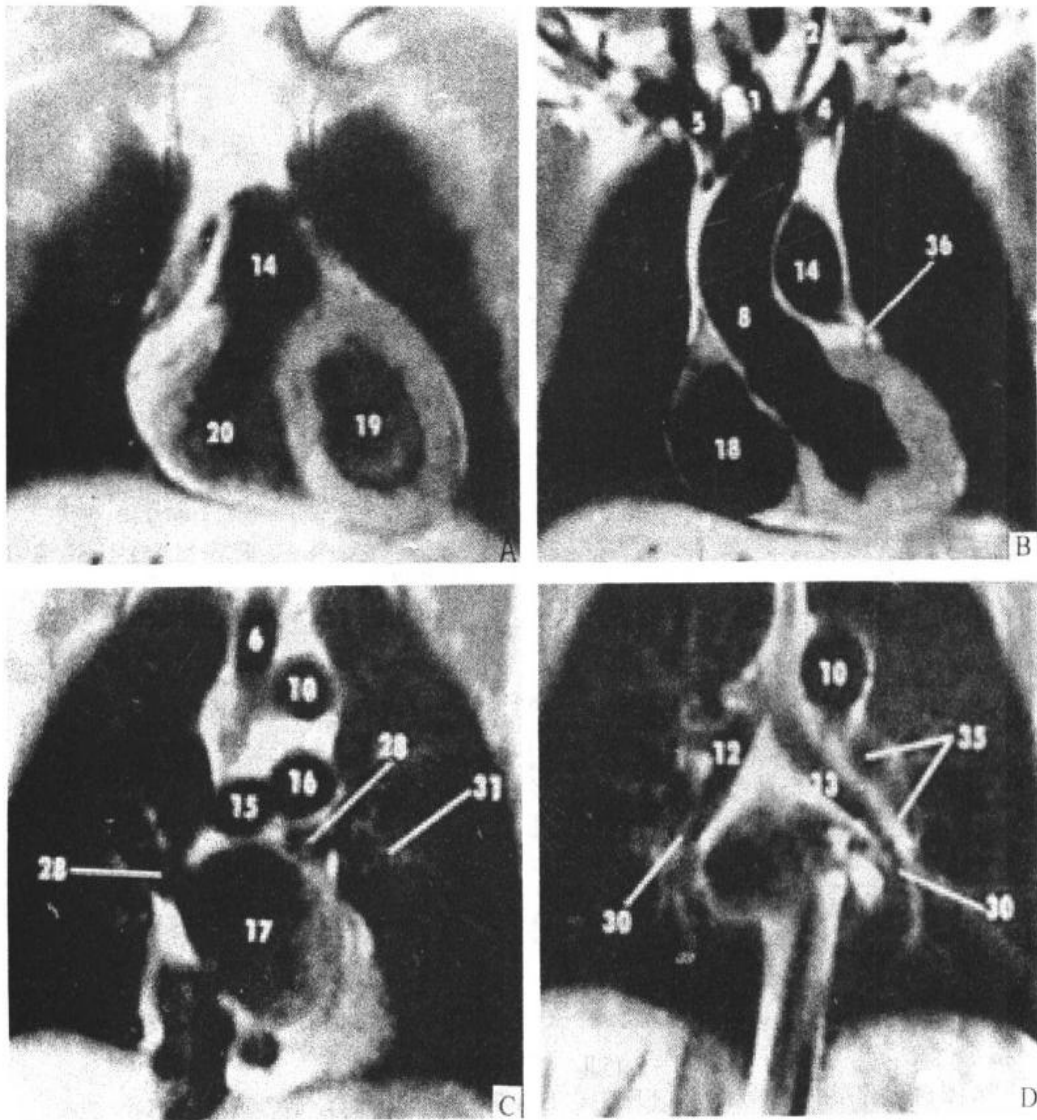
III 正常心脏 MRI 冠状位
